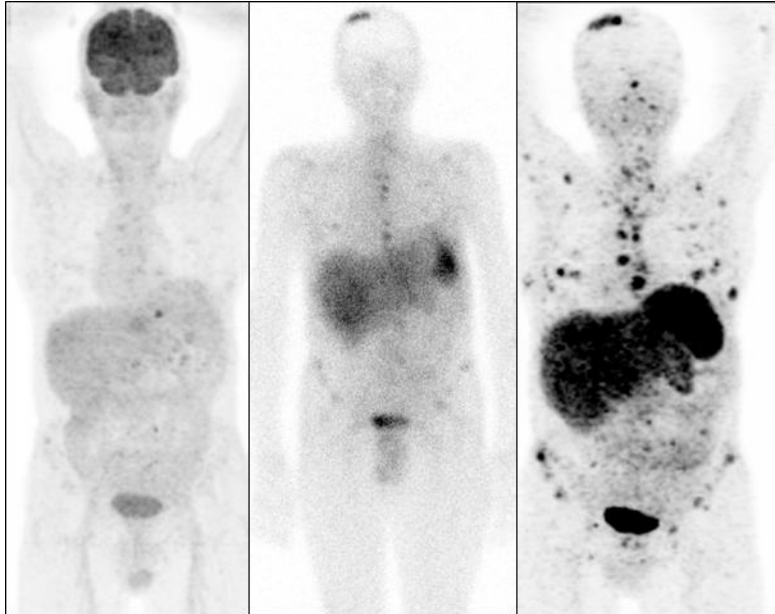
Visualisierung neuroendokriner Tumore mit [^{18}F]FDG (links), [^{111}In]Octreoscan und [^{68}Ga]DOTATOC (rechts) (Katharinenhospital Stuttgart, Bihl et al.)
